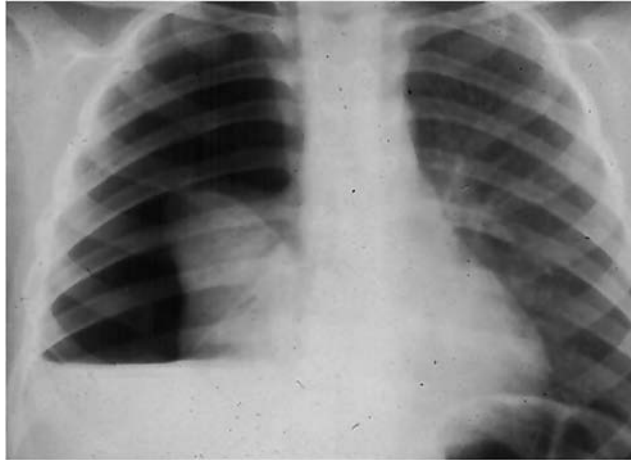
Radiografía simple de tórax que muestra un hemoneumotórax secundario a una herida por proyectil de arma de fuego de baja velocidad con orificios de entrada y salida en el hemitórax derecho. La gran mayoría de este tipo de lesiones pueden ser manejadas mediante la colocación de una sonda pleural.
